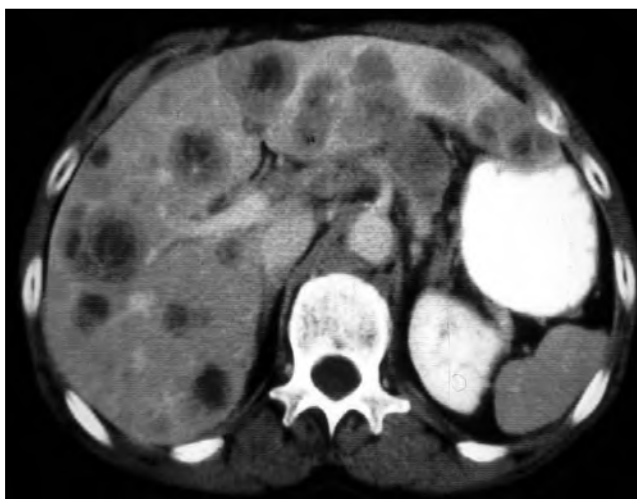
Metástasis hepáticas en ecografía (superior) y TC (inferior).
